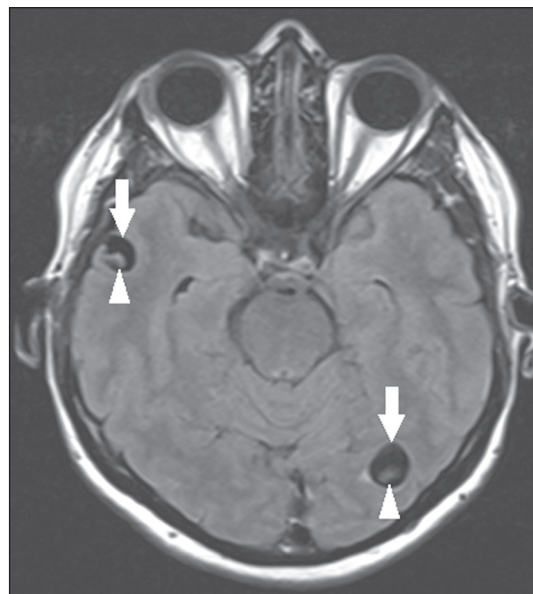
Neurocisticercose. RM axial FLAIR demonstrando formações císticas com intensidade semelhante ao liquor acometendo os lobos temporal direito e occipital esquerdo (setas), revelando, ainda, a presença de escólex no interior das lesões (cabeças de setas). Não há indício de edema perilesional, caracterizando o estágio vesicular.
